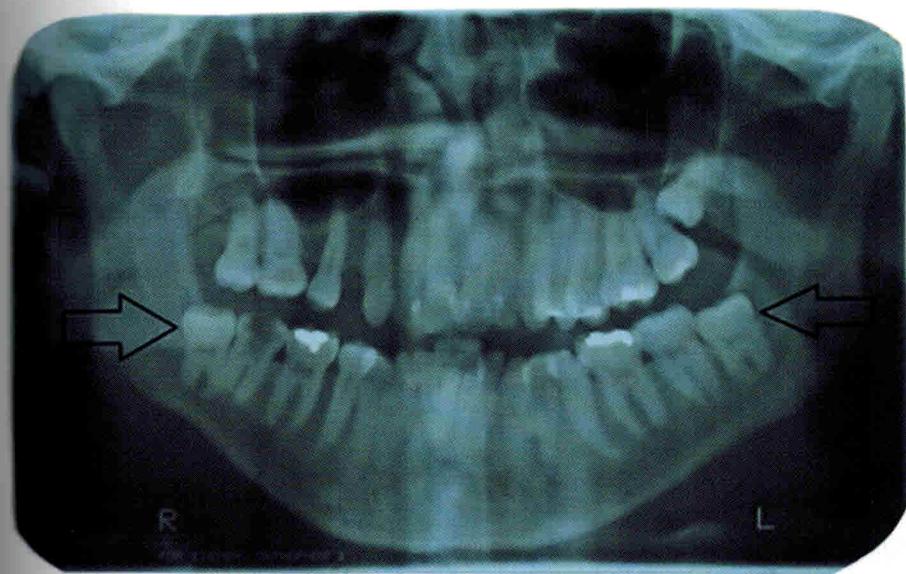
Рентгенологическая картина при перикоронарите (при затрудненном прорезывании третьих моляров нижней челюсти, отмечено стрелками)
